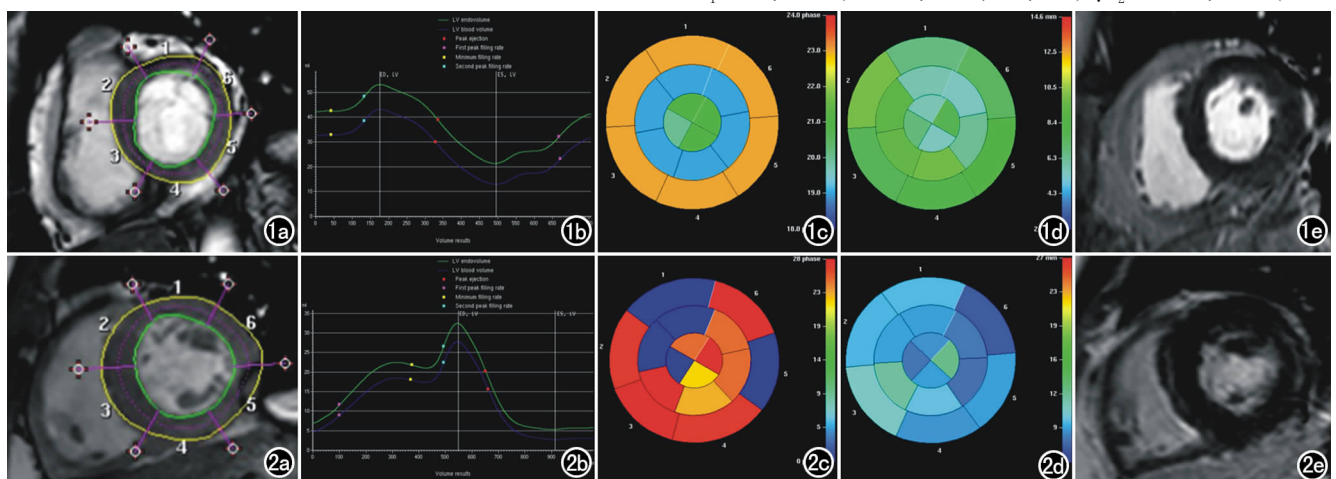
正常人 MRI 左心室基底原始图像及后处理图像。a) 短轴电影序列(绿、黄色靶环线分别表示心内、外膜缘,紫色矢状线划分各节段); b) 容积曲线示左心室节律性收缩; c) 肌壁最大厚度时间色阶图,暖色系表示时间较长,冷色系表示时间较短; d) 肌壁最大厚度色阶图,暖色系表示肌壁较厚,冷色系表示肌壁较薄; e) LGE 图像,提示无对比剂滞留。图2 心肌炎患者。a) 短轴电影序列; b) 容积曲线示左心室心律失常; c) 肌壁最大厚度时间色阶图各节段运动节律性较差、室壁增厚率降低; d) 肌壁最大厚度色阶图室壁增厚率减低; e) LGE 图像示心外膜下及肌壁间多发心肌变性和/或纤维瘢痕。
